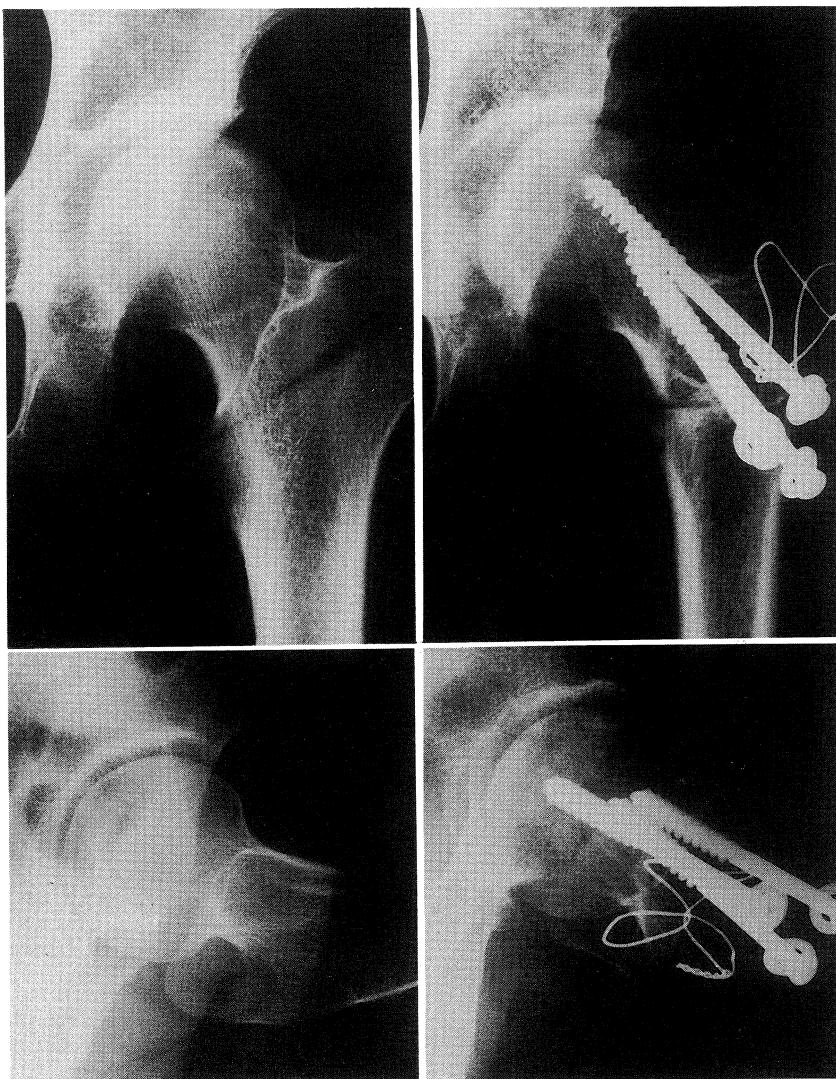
Case 3. Pre-operative radiograph showing a stage II (left side). At 68 months postoperatively there is a good result (right side).
